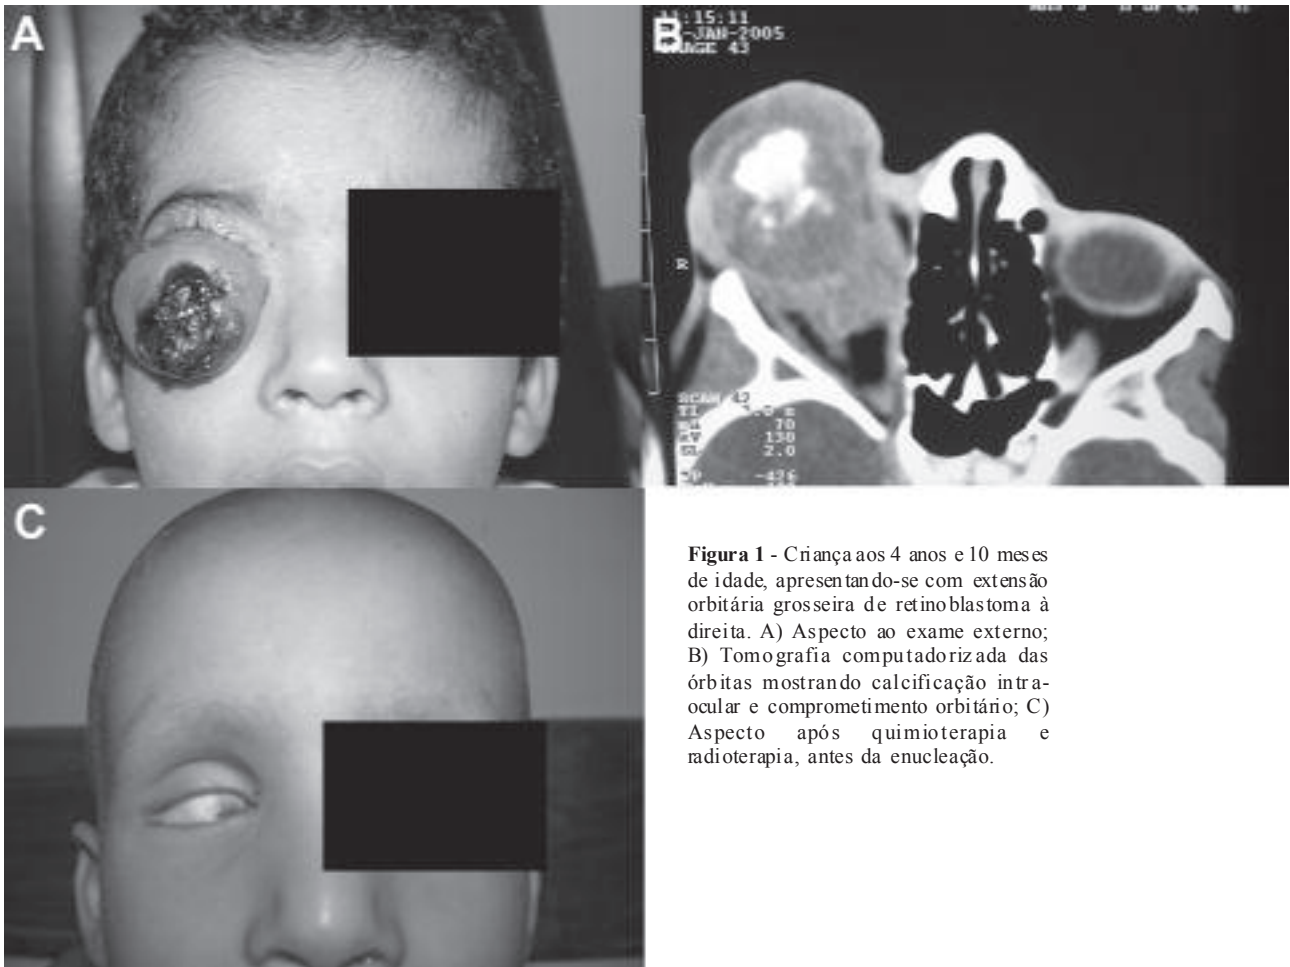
Criança aos 4 anos e 10 meses de idade, apresentando-se com extensão orbitária grosseira de retinoblastoma à direita. A) Aspecto ao exame externo; B) Tomografia computadorizada das órbitas mostrando calcificação intra-ocular e comprometimento orbitário; C) Aspecto após quimioterapia e radioterapia, antes da enucleação.
